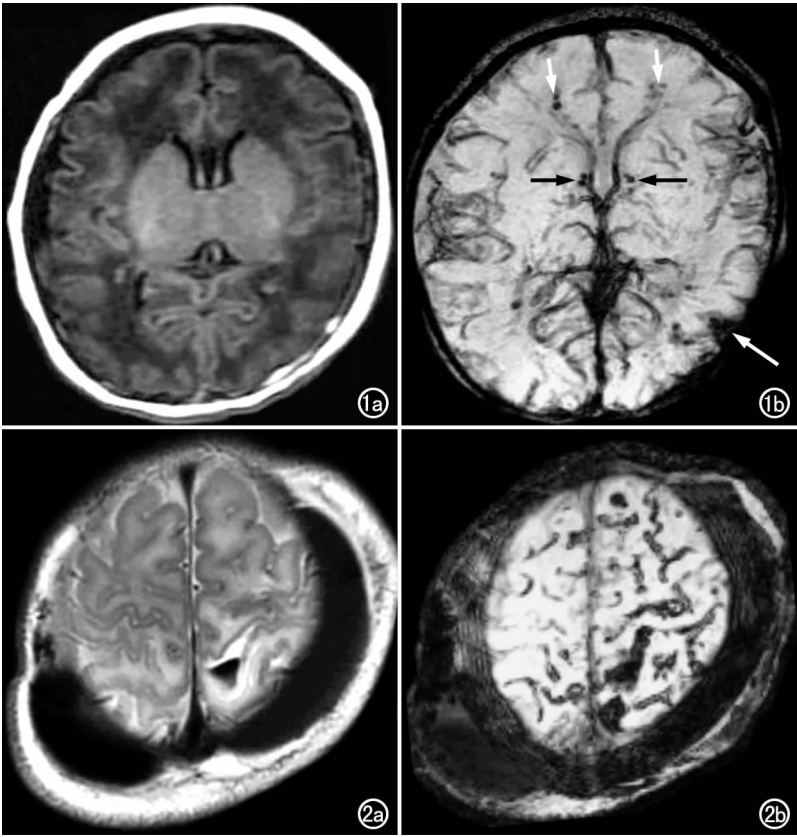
室管膜下生发基质、脑室旁白质及蛛网膜下腔出血。33⁺₂周早产儿,反应差,出生后 3 天。a) T₁ FLAIR 示左侧硬膜下条状高信号; b) SWI 示室管膜下生发基点点状低信号(黑箭),双侧额角旁白质点状低信号(短白箭)及左侧脑外伸入脑沟条片状低信号(长白箭)。图 2 皮层下出血,皮下血肿。足月新生儿, Apgar 评分 5 分—8 分—9 分,呼吸困难,出生后 6 天。a) T₂ FSE 示顶部局部脑沟内片状出血灶,双顶部皮下新月形血肿; b) SWI 示顶部多发条片状皮层静脉出血,双顶部皮下血肿。
